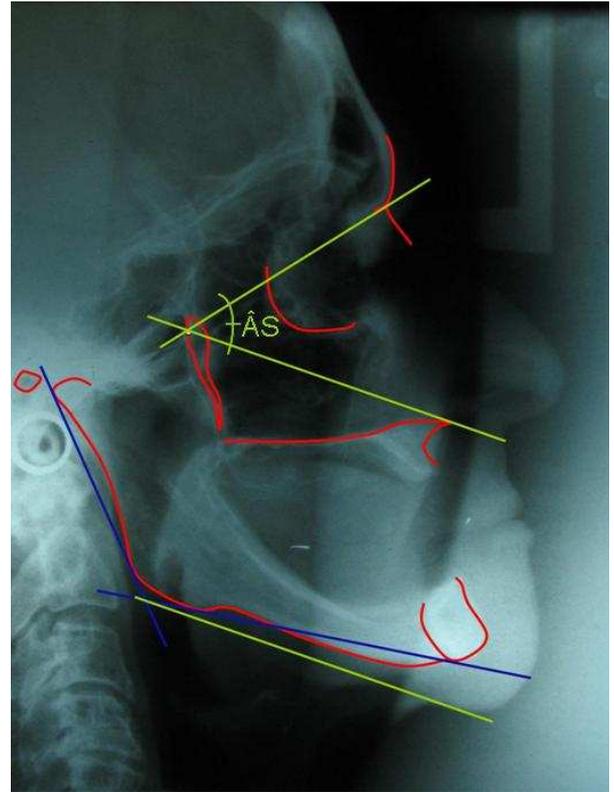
Análise cefalométrica sobre a Telerradiografia – “Caminho Inverso”. Verificar discrepância entre os Planos Mandibulares.
